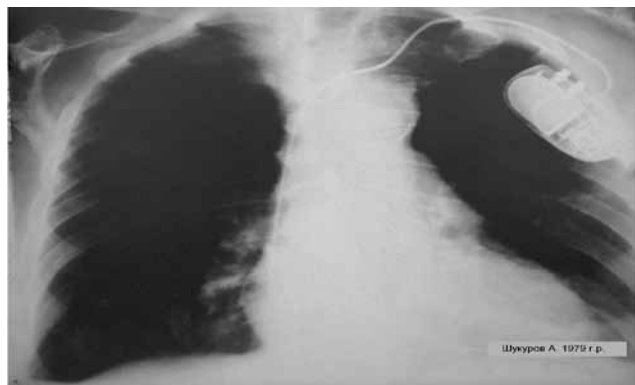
Обзорная рентгенограмма грудной клетки. Вид ЭКС и электрода, фиксированного на верхушке правого желудочка.
